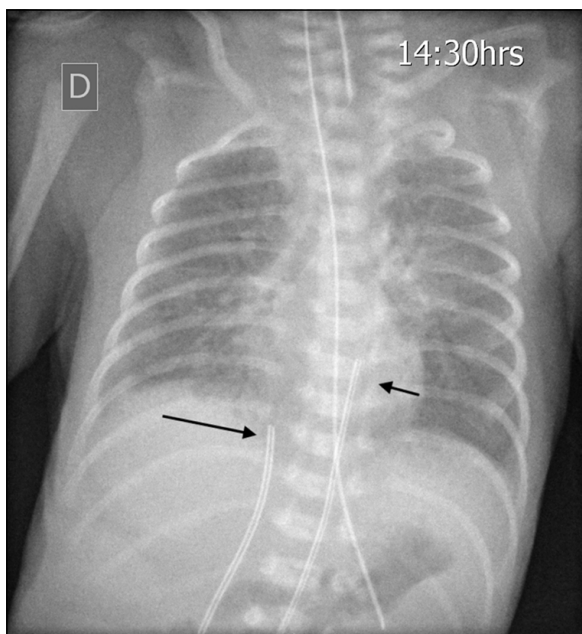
Radiografía de control posinstalación de catéteres umbilicales. Se observa catéter arterial a la altura de D8 (flecha corta) y catéter venoso proyectado en la confluencia del ducto venoso con la vena cava inferior (flecha larga).
